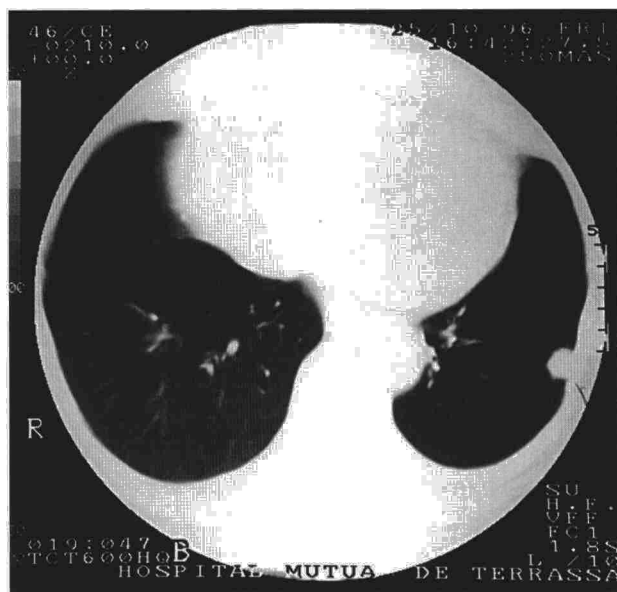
TC torácica. Metástasis pulmonar solitaria de cáncer colorrectal.
